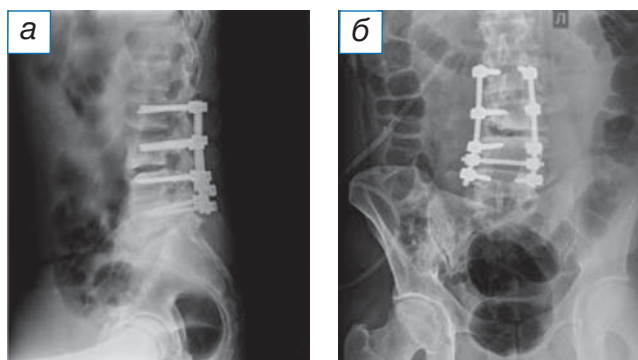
Послеоперационная рентгенография в боковой (а) и прямой (б) проекциях: 8-винтовая система транспедикулярной фиксации LII–LIII–LIV–LV.
